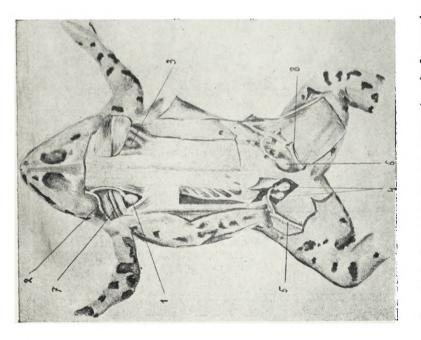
Лимфатическая система лягушим (на лъвой стороит лимфатическія сердца отпрепарованы, на правой прикрити фасціями). 1—лъвое переднее сердце и его связь съ у уеготергаліз, впадающей въ у. јидилатія (2); 3—правое переднее сердце виде видео подъ приподнятыть краемъ лопатки; 4—отпрепарованное лъвое заднее сердце, состоящее изъ двухъ пузирыковъ, съ бадреной веной (5) (на правой сторонт (6) пузирьки прикрити фасція); 7—изеченое силетеніе нервовъ и подклачичная артерія; 8—перегородка между подкожними лимфатическими пространствами спяны и бедра (съ попаравта).
